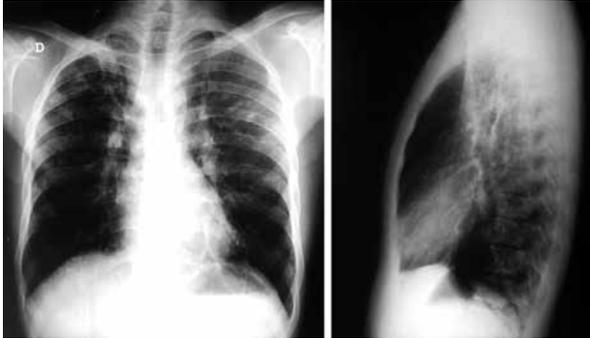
Radiografía de tórax PA y lateral.
